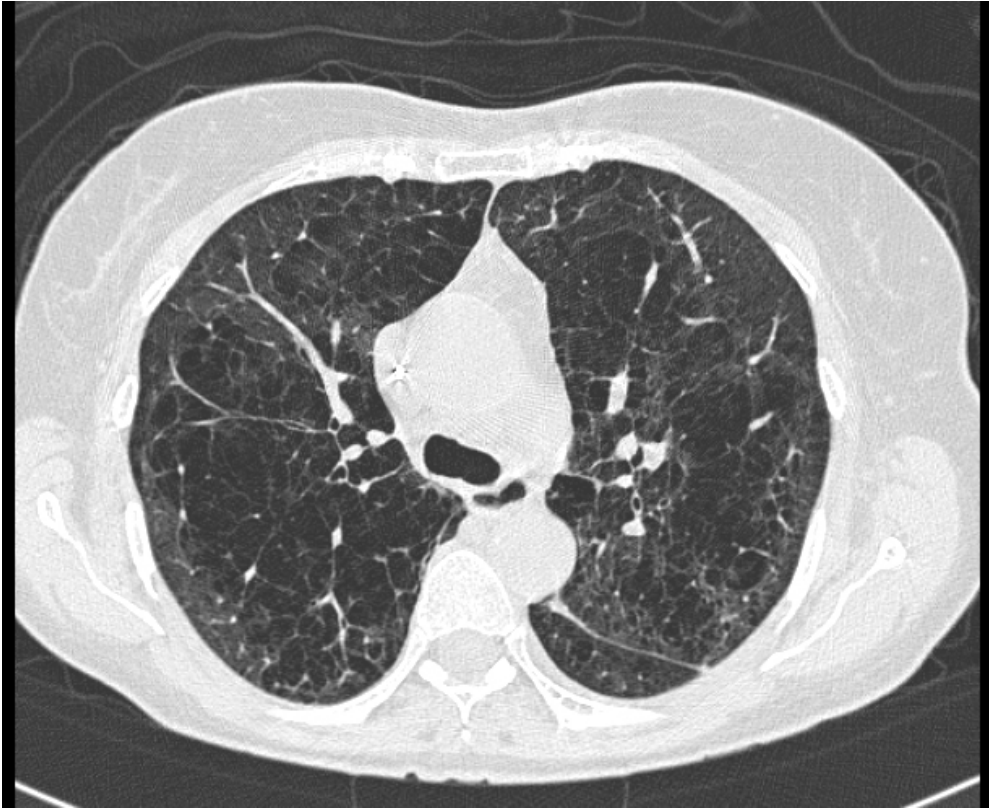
Standard-Dosis-CT: bullöses Emphysem
